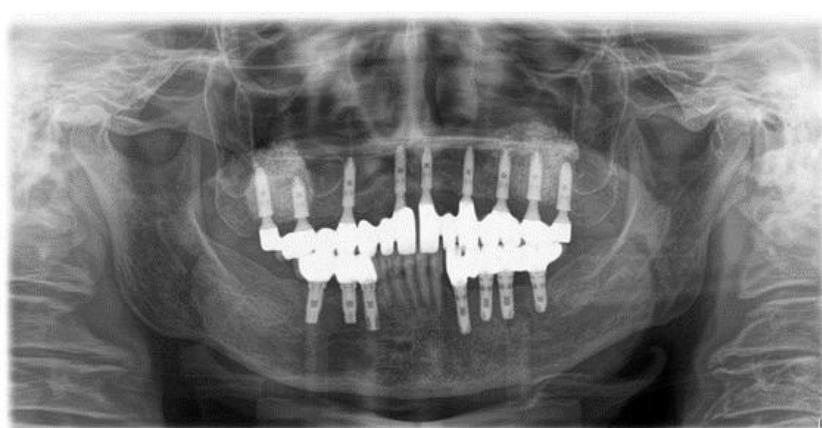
Radiografia panorâmica após 6 meses da instalação das próteses fixas
